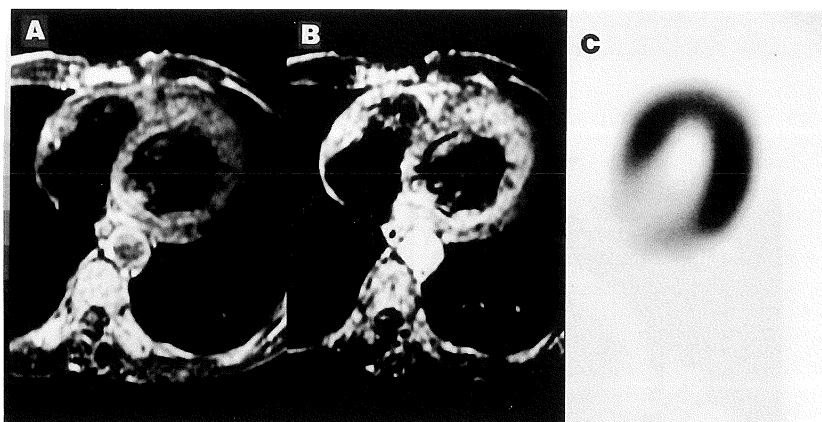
Pre- and post-contrast magnetic resonance (MR) images with Gd-DTPA and  $^{201}\text{Tl}$  myocardial single photon emission computed tomographic (SPECT) image in a patient with hypertrophic cardiomyopathy (HCM) (case 3). Pre-contrast image (A) demonstrated abnormally high intensity area distributed from whole septum to endocardial side of left ventricular (LV) free wall. Several small dots of low intensity were observed in the increased intensity area (foamy pattern). After Gd-DTPA administration, signal intensity of high intensity area in LV wall showed marked increase and foamy appearance became distinct (B).  $^{201}\text{Tl}$  transaxial SPECT image, however, showed no abnormal perfusion (C).
